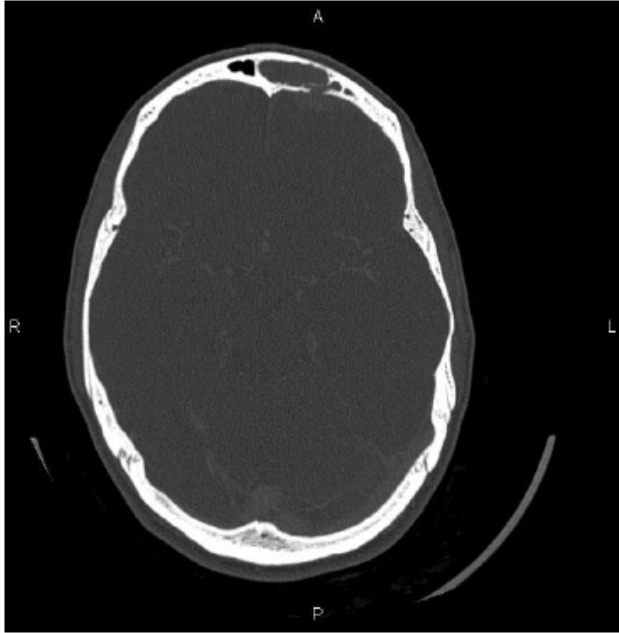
TC cráneo sin contraste (corte axial ventana de hueso) : se observa ocupación del seno frontal derecho por un material de atenuación de partes blandas y adelgazamiento cortical con solución de continuidad ósea adyacente.
